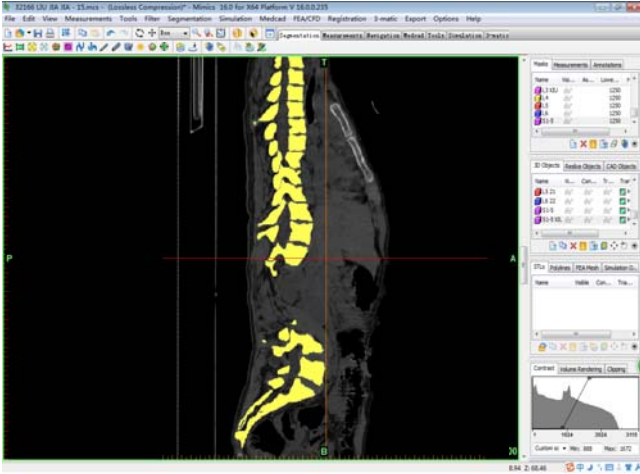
Mimics 中编辑处理后的 14 岁女性青少年特发性脊柱侧凸志愿者 CT 图片
